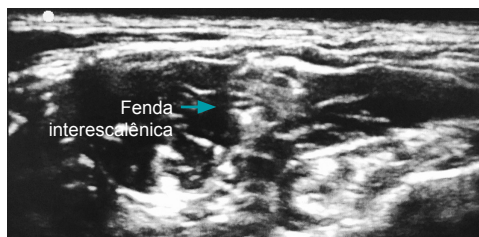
Bloqueio interescalênico: estruturas identificadas por ultrassonografia.
